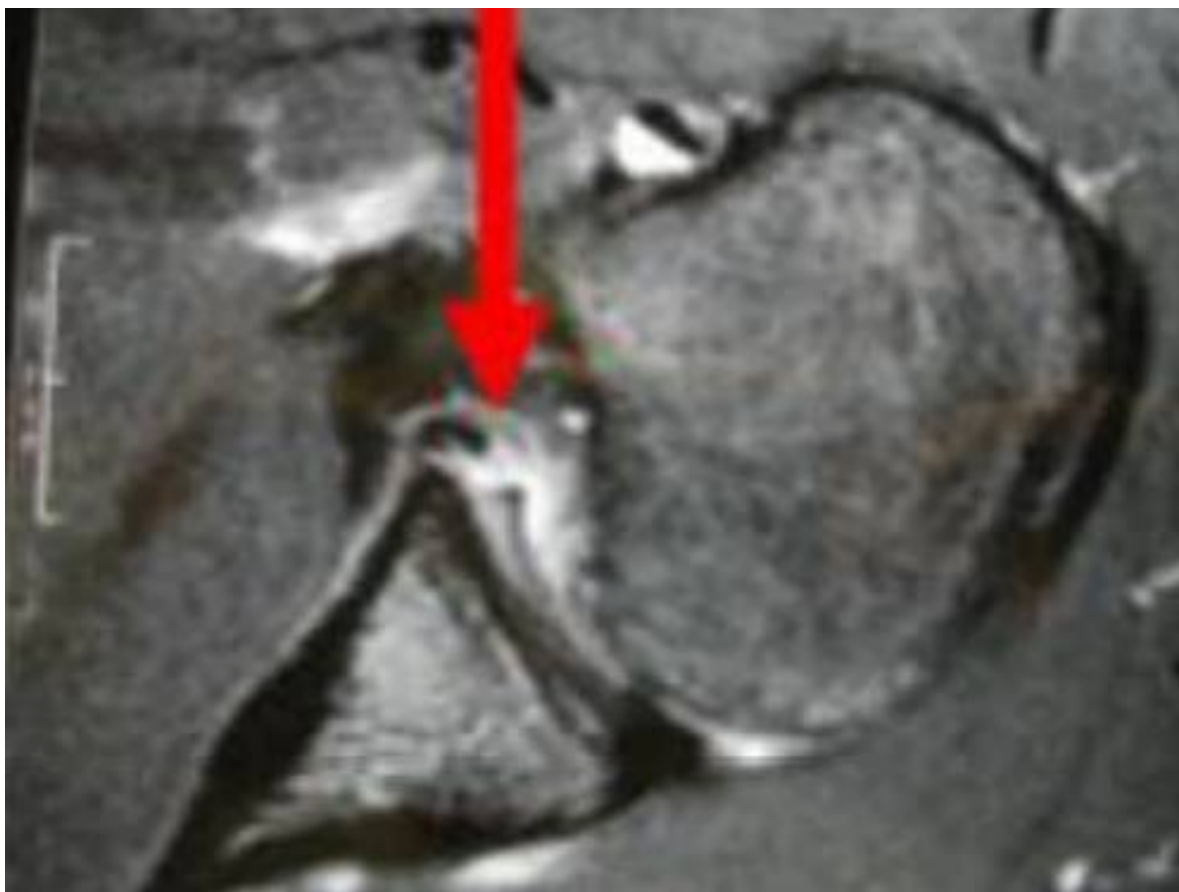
lésion du bourrelet à L'IRM*
